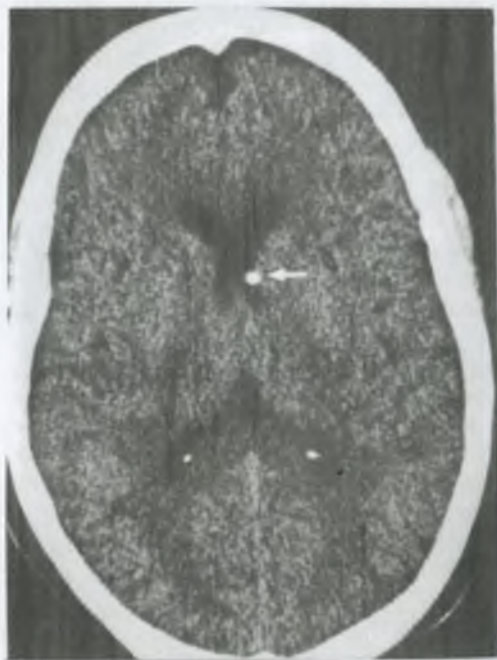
Компьютерная томограмма головного мозга: видна гиперденсная зона кальцификации вокруг неактивного цистицерка (указано стрелкой).
